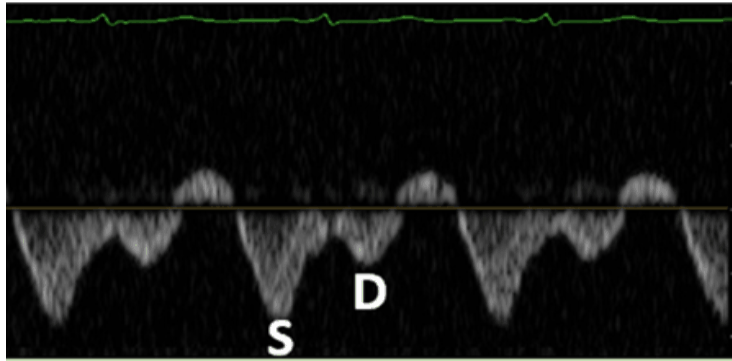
Doppler de vena hepática normal: onda S > onda D.
